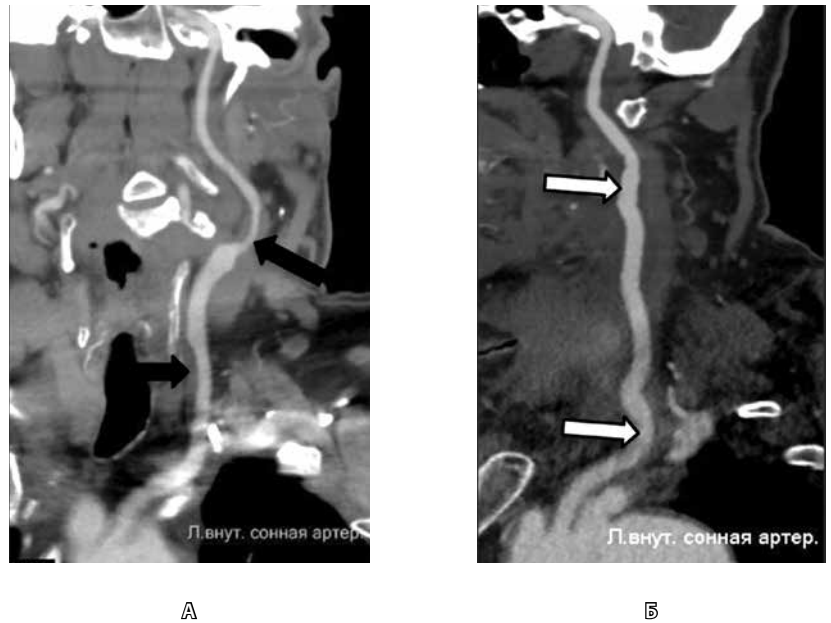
Нормальные послеоперационные изменения после резекции сонной артерии с протезированием. А – предоперационная МСКТ, артериальная фаза болюсного контрастирования, криволинейная реконструкция: сужение общей и внутренней сонных артерий (черные стрелки); Б – послеоперационная МСКТ, криволинейная реконструкция: общая сонная, внутренняя сонная и наружная сонная артерии контрастируются гомогенно, контуры артерий деформированы (белые стрелки)
